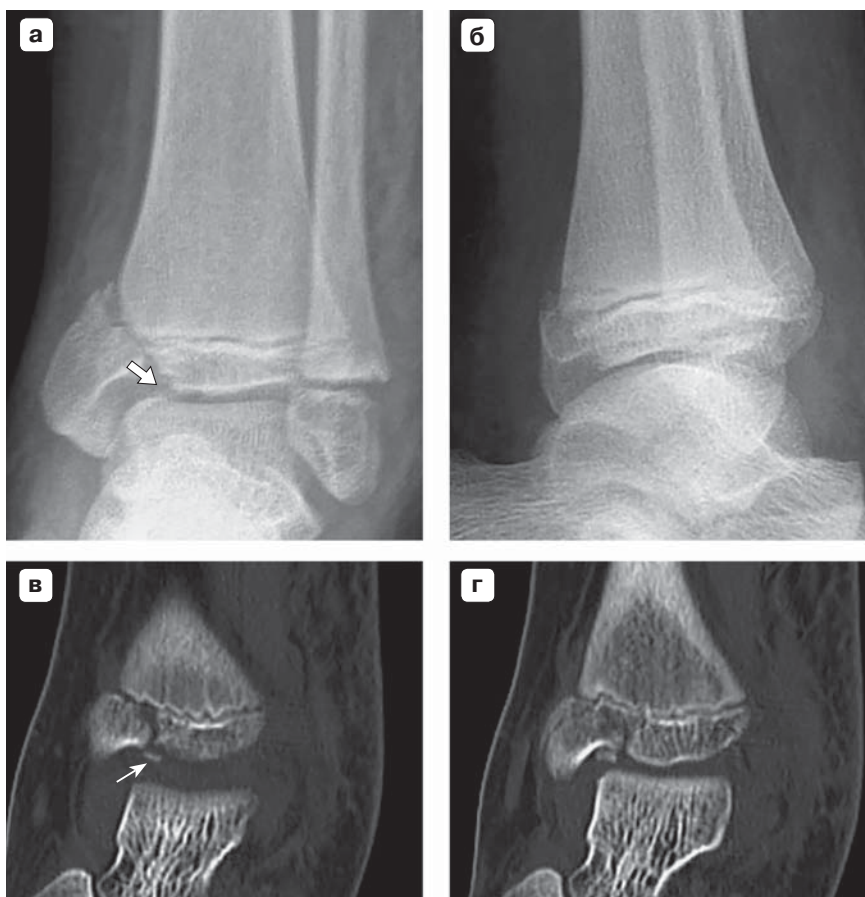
Пациент 11 лет. Импрессионный перелом медиальной лодыжки со смещением тип IV по Солтеру-Харрису (SH-IV). На рентгенограммах во фронтальной (а) и сагиттальной (б) проекциях отмечается линия перелома с диастазом отломков и деформацией суставной поверхности большеберцовой кости (стрелка). КТ: реконструированные коронарные срезы (в, г), дополнительно выявляется свободный внутрисуставной остеохондральный фрагмент.
